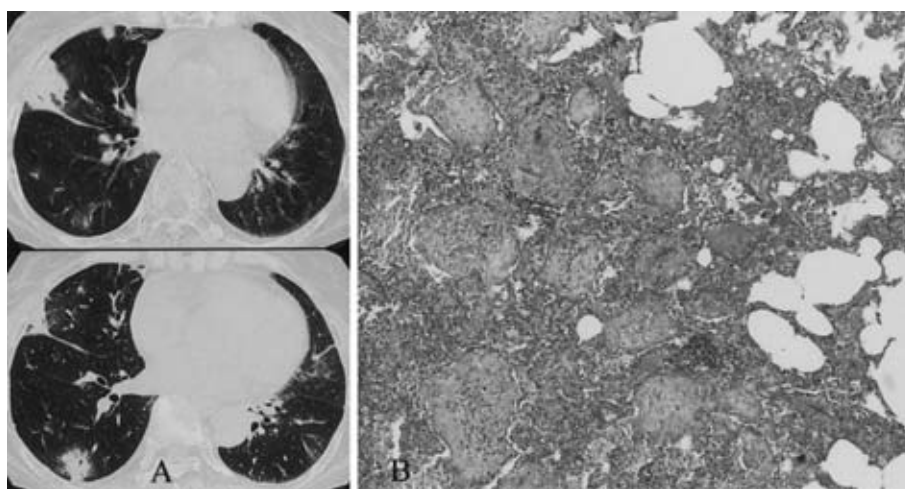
A; Chest high-resolution computed tomography (HRCT) on November 2001, showed multiple patchy consolidations and ground-glass opacities in both lung fields.
